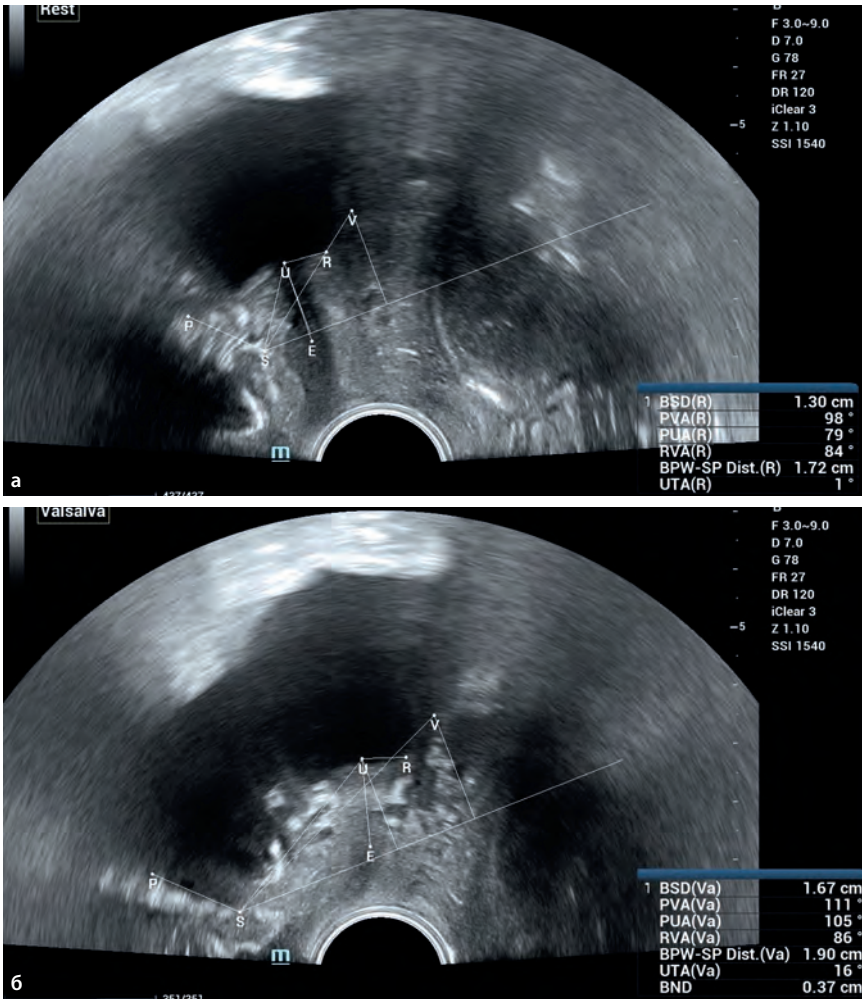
Уретровезикальный угол в покое (а) и гипермобильность уретры (б) при стрессовом недержании мочи при проведении пробы Вальсальвы. Эхограммы. ТВУЗИ. Режим СШ.
